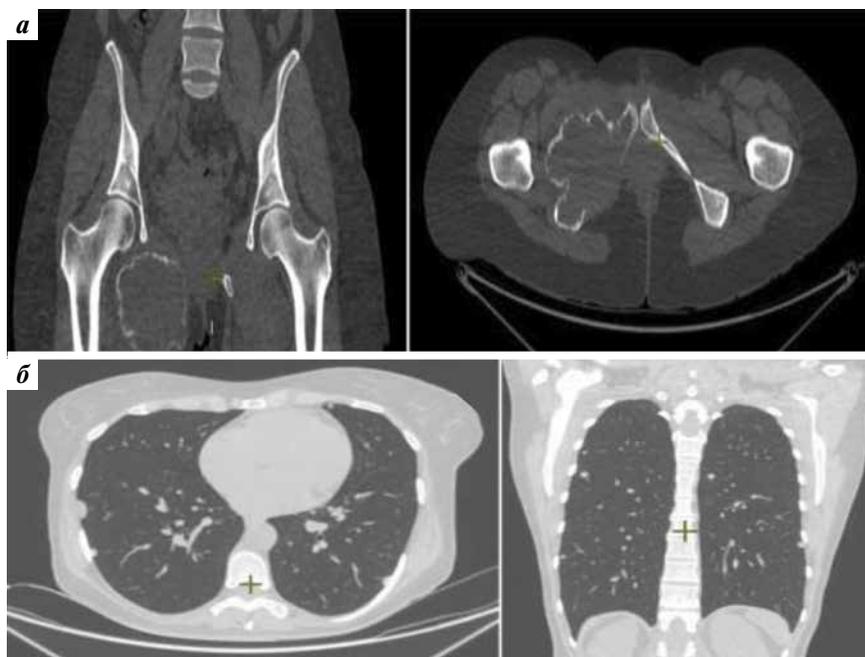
Компьютерные томограммы пациентки до начала лечения деносумабом опухоли правой седалищной кости (а) и метастазов в легких (б)
